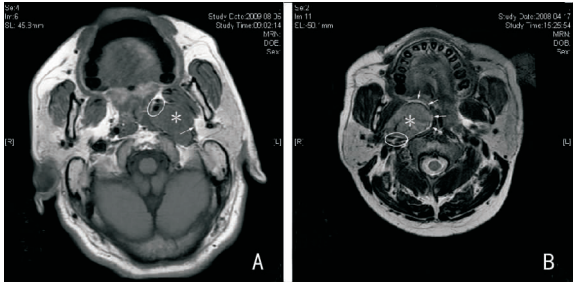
咽旁隙肿瘤 MRI 像 A:神经鞘瘤 T2 像,肿瘤位于茎突后间隙,压迫颈内动脉向前内方移位,“↑”显示肿瘤和腮腺组织间有脂肪间隙;B:基底细胞腺瘤 T1 像,肿瘤位于茎突后间隙,压迫颈内动脉向后外侧移位,因肿瘤来源于腮腺内,脂肪间隙位于肿瘤周围(“↑”所示),而不是位于肿瘤和腮腺之间,“*”示肿瘤,椭圆“O”示颈内动脉及颈内静脉
